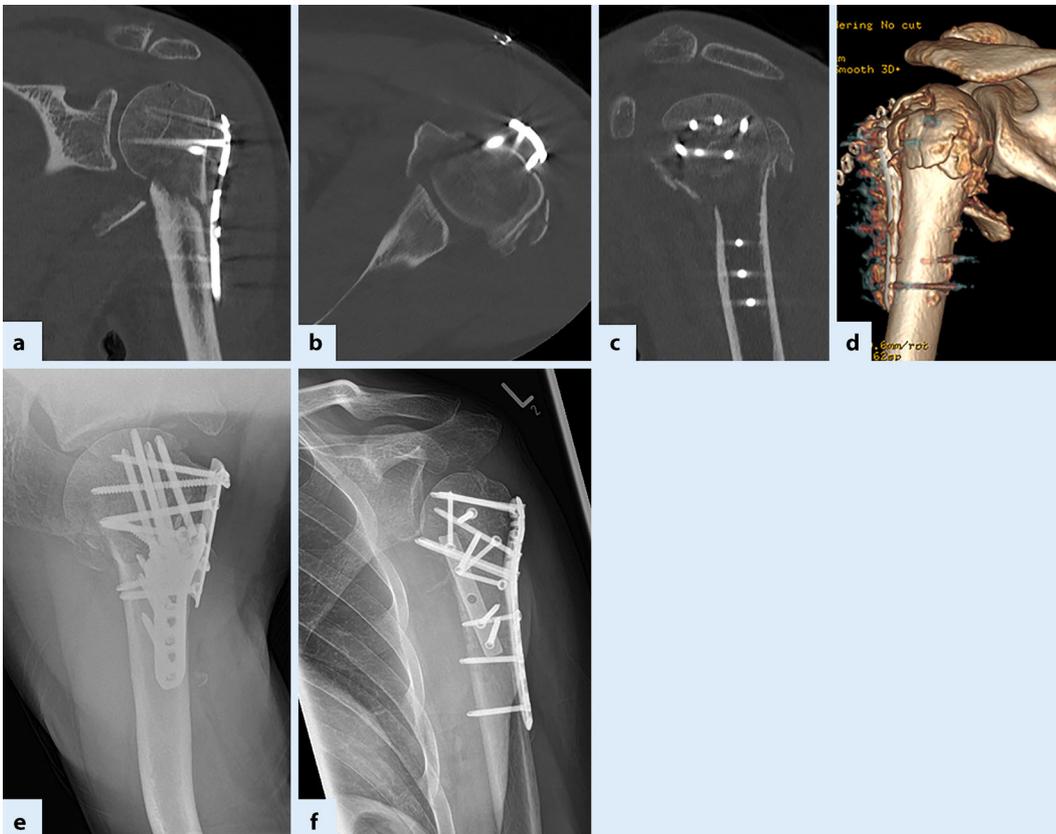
◀ 43-jähriger Patient, linke Schulter, Dislokation der Tubercula und Varusfehlstellung nach ex domo osteosynthetisch versorgter proximaler Humerusfraktur (Frakturfolge Typ IV nach Boileau [8], postoperative [dreidimensionale, 3-D-]CT-Aufnahmen: a koronar, b axial, c sagittal, d 3-D-CT-Rekonstruktion); nach doppelplattenosteosynthetischer Reosteosynthese, schraubenosteosynthetischem Aufbau des Schafts, Einbringen eines Allograft-Knochenblocks und additiver Zuggurtung des Subscapularis und des Infraspinatus (postoperative Röntgenaufnahmen: e axial, f a.-p.)
